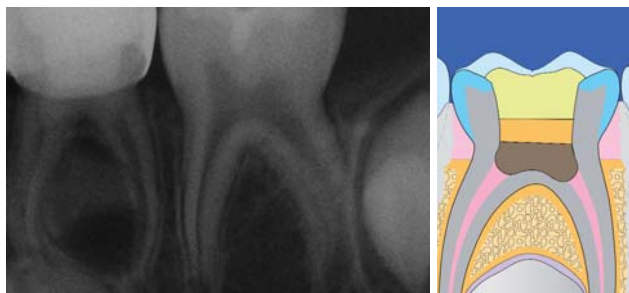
Röntgensichtbare Portland-Zement und GIZ Einlagen. –
